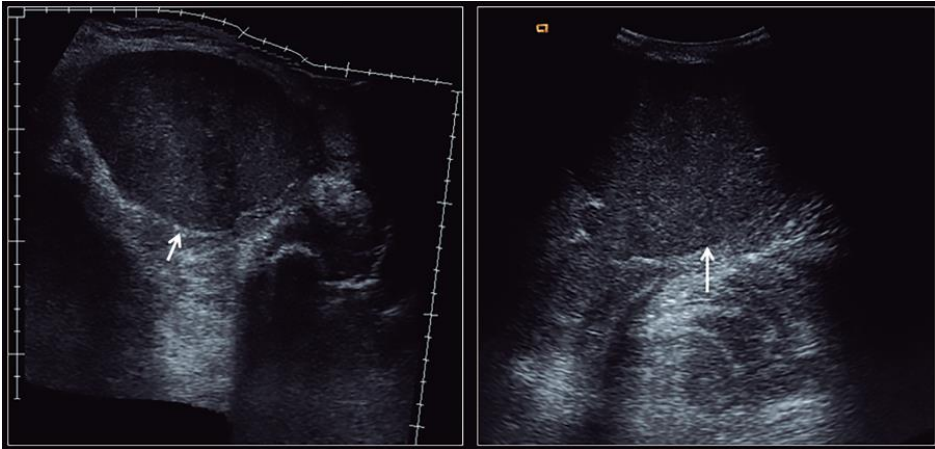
Ecografía de la fosa iliaca derecha, plano sagital (*izquierda*) y transversal (*derecha*). Las imágenes muestran un hematoma en estadio subagudo del músculo psoas-iliaco con aspecto heterogéneo bien delimitado, con cápsula ecogénica periférica.
